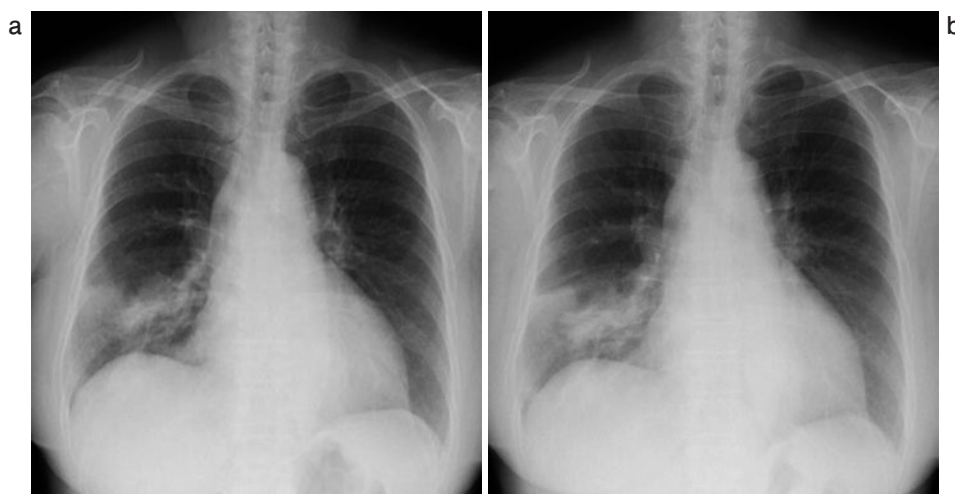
(a) Chest X-ray showing alveolar consolidation in the right lower lung field. (b) Reexamination after two weeks showing exacerbation of alveolar consolidation.
